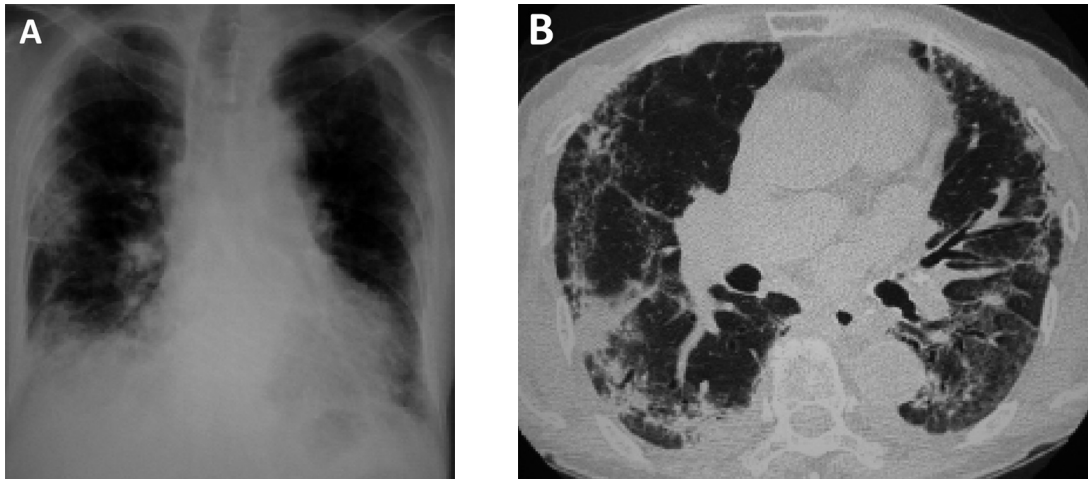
The chest X-ray film (A) and CT scan (B) obtained 21 days after the start of GC therapy.
